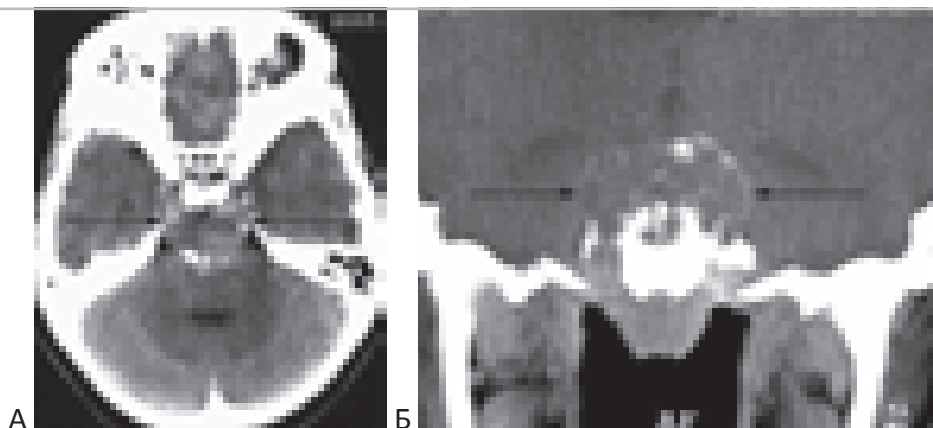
Хордома в sellарной области и верхних отделах ската. На КТ в аксиальной (А) и фронтальной (Б) проекциях определяется опухоль, вызывающая деструкцию верхней трети ската, верхушки пирамиды височной кости справа, заполняющая препонтичную цистерну (с деформацией варолиева моста) и меккелевы полости с двух сторон. В строме опухоли и по ее контуру визуализируются костные фрагменты.
